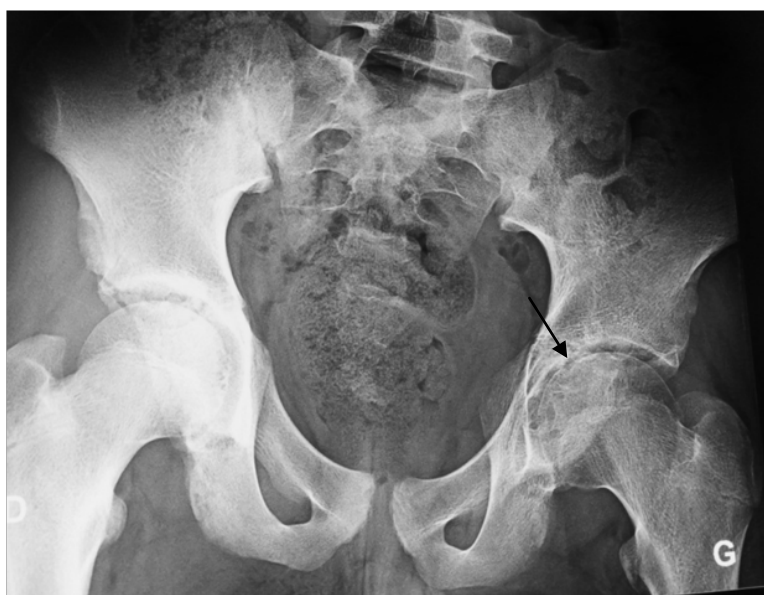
Enfant âgé de 15 ans consultait pour une boiterie d'esquive évoluant depuis 6mois. La radiographie du bassin de face objective un pincement de l'interligne articulaire et une irrégularité de la tête fémorale au niveau de la hanche gauche. A noter une ostéoporose sur l'extrémité supérieure du fémur et l'hémi bassin homolatéral (stade III).
